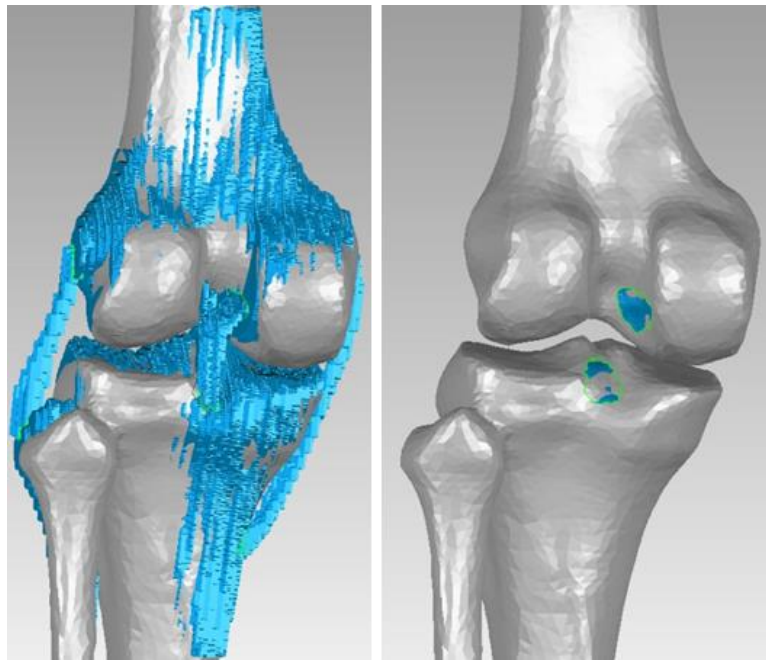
將 CT 骨頭模型與 MRI 模型對位後並圈選韌帶在骨頭上的附著位置
